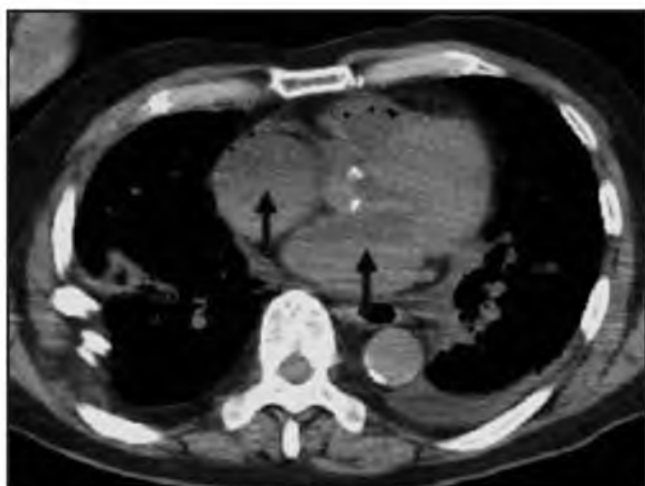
Посмертная нативная МСКТ. Смерть в результате внутримозгового кровоизлияния. Аксиальный срез грудной клетки в мягкотканном окне [7]. Стрелками указана линия между сывоткой (гиподенсивная зона) и более плотными нижележащими свертками в предсердиях. Посмертная дилатация правого предсердия.
